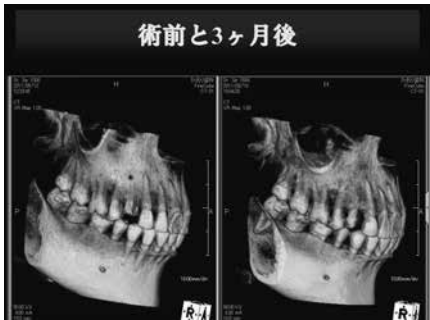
術前と3ヶ月後CTが対応するが病変から炎症の広がりもおさまり骨欠損も回復している
